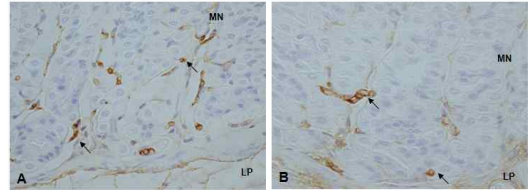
The regulation effect of iNOS production by BT.
